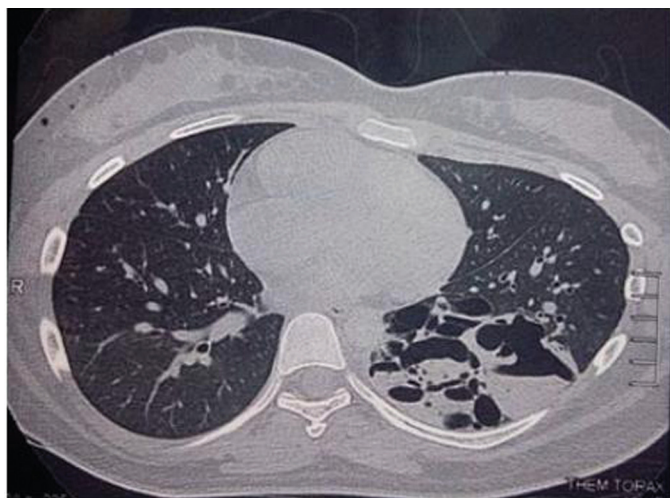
TAC de Tórax: masa sólida quística en LII.
